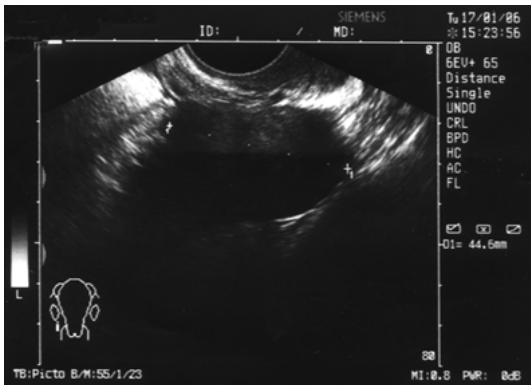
Ultrasonografie: formațiune solidă a ovarului stâng 6x5 cm. Publicat anterior. [31].
